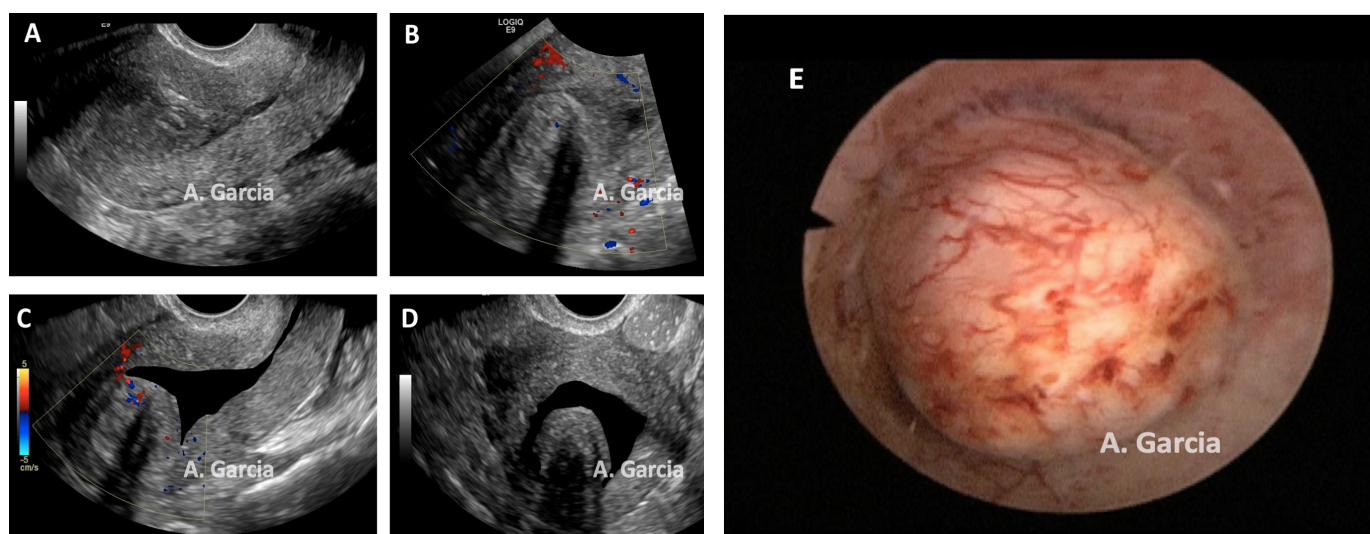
A y B son ecografías transvaginales de un mioma submucosos de 2,5 cm (AUB-L, SM 0). C y D son los mismos miomas tras la instilación de suero salino en la cavidad uterina. Las zonas de sombra corresponden a áreas de calcificación que también se aprecian en la histeroscopia como áreas amarillentas en la superficie del mioma en la imagen E.
